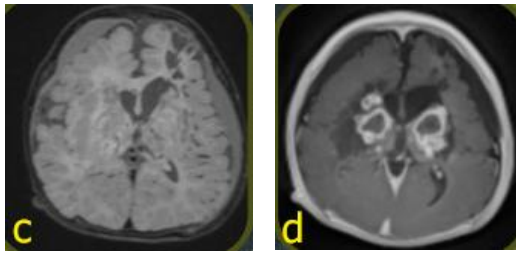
Imaging of 4 month old boy with loss of consciousness and seizures post infection. (a-d) Axial MRI showed billateral symmetrical pathologic lesion of the thalamic that gives a hypointense signal on T1W, hyperintense on T2W, hyperintense on FLAIR, and ring enhancement post gadolinium contrast. Left external capsule necrosis, hyperacute haemorrhage in the right temporoparietal lobe and subdural space were also observed.
